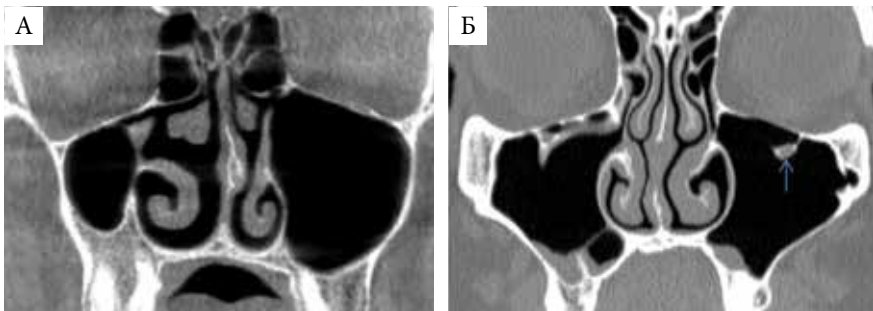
Варианты анатомии ВЧП на МСКТ (коронарная проекция): А – гипоплазия правой ВЧП; Б – выраженная пневматизация верхнечелюстных пазух. Подглазничный канал в полости левой пазухи (стрелка)
